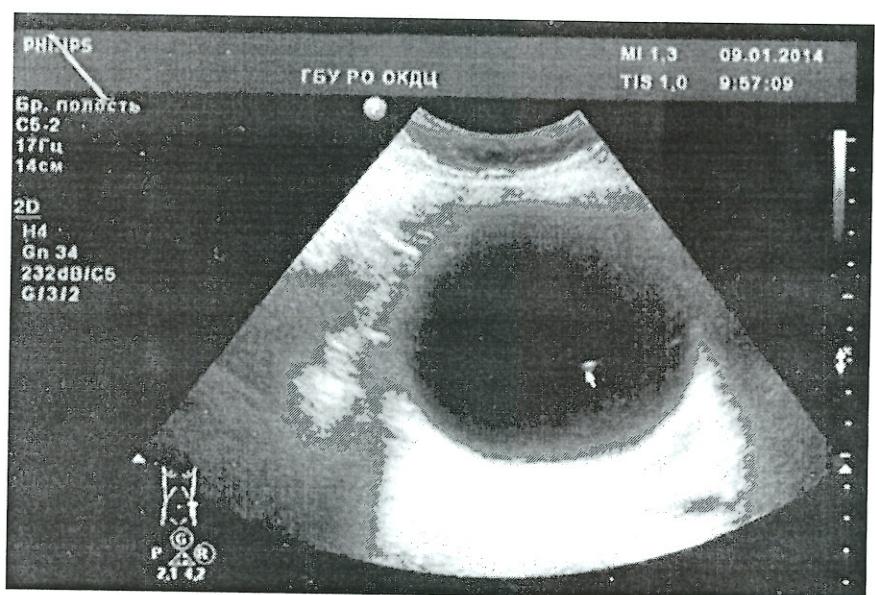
УЗИ печени, киста печени.
